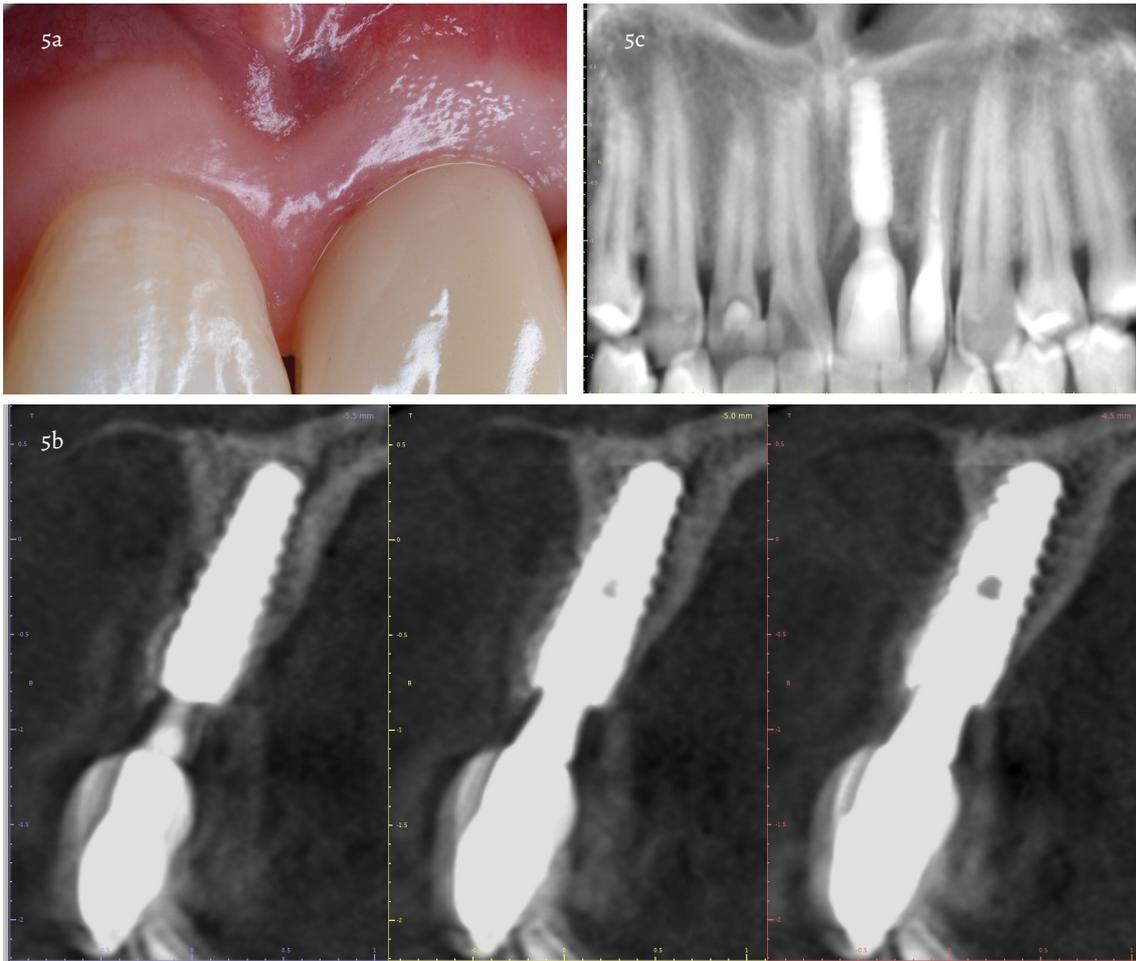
a) Fotografía de control posoperatorio con 48 meses de seguimiento, vista frontal, b) vista sagital de la tomografía, c) vista panorámica
